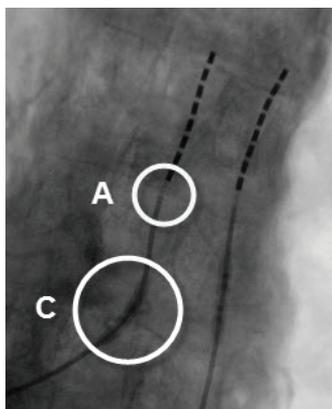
Sonde Avista MRI avec manchon de suture radio-opaque. Le cercle A indique la région de radiotransparence proximale au niveau du contact 8 (contact le plus caudal). Le cercle C indique le manchon de suture radio-opaque.
